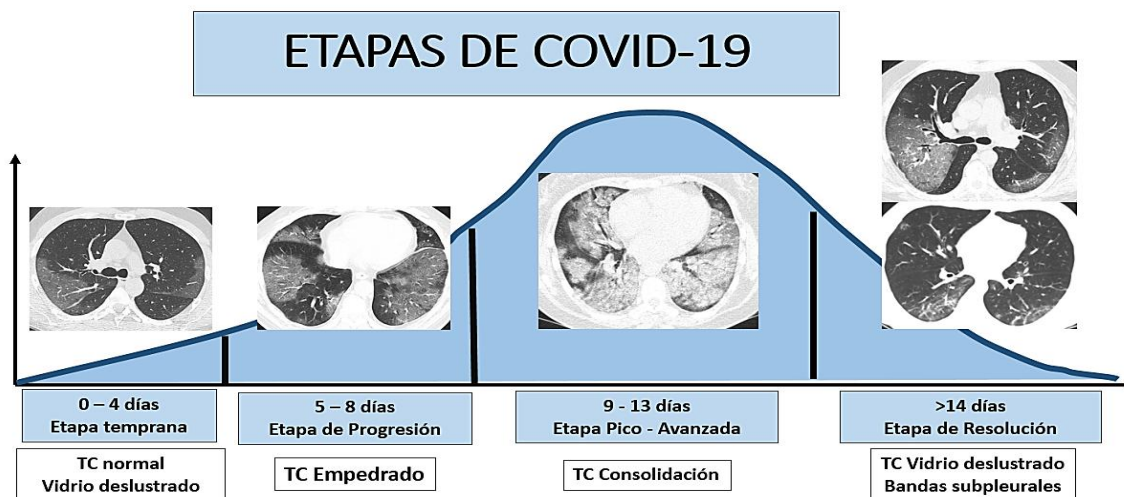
Patrones de tomografía de la neumonía por COVID-19 en sus diferentes etapas evolutivas.
